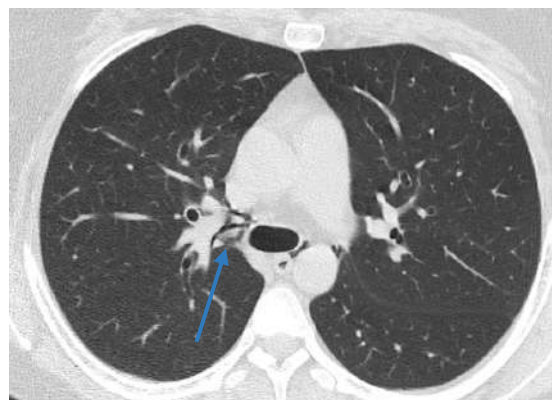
La tomografía también demostró aire en el tejido conectivo perivascular, que disea la vaina de la arteria pulmonar derecha, asociado a integridad del resto de las estructuras mediastinales, compatible con neumomediastino espontáneo.
